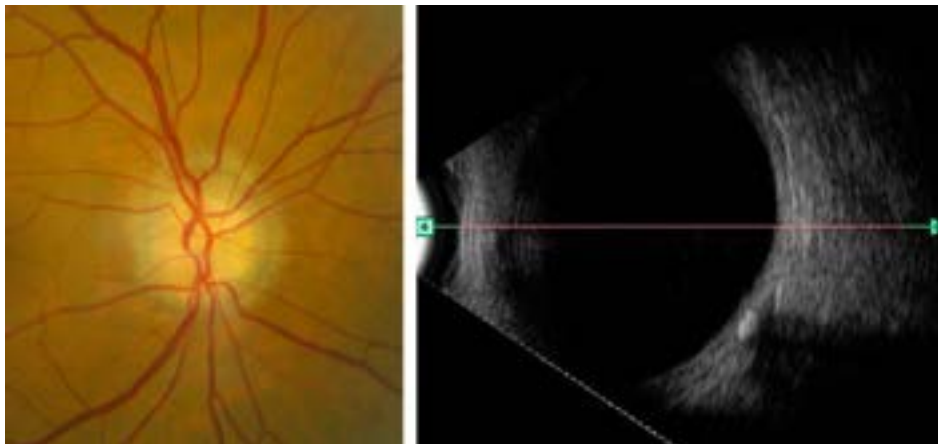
Drusas enterradas de nervio óptico. 2a. Imagen de fondo de ojo. 2b. Ecografía ocular modo-B: imagen nodular hiperecogénica.
